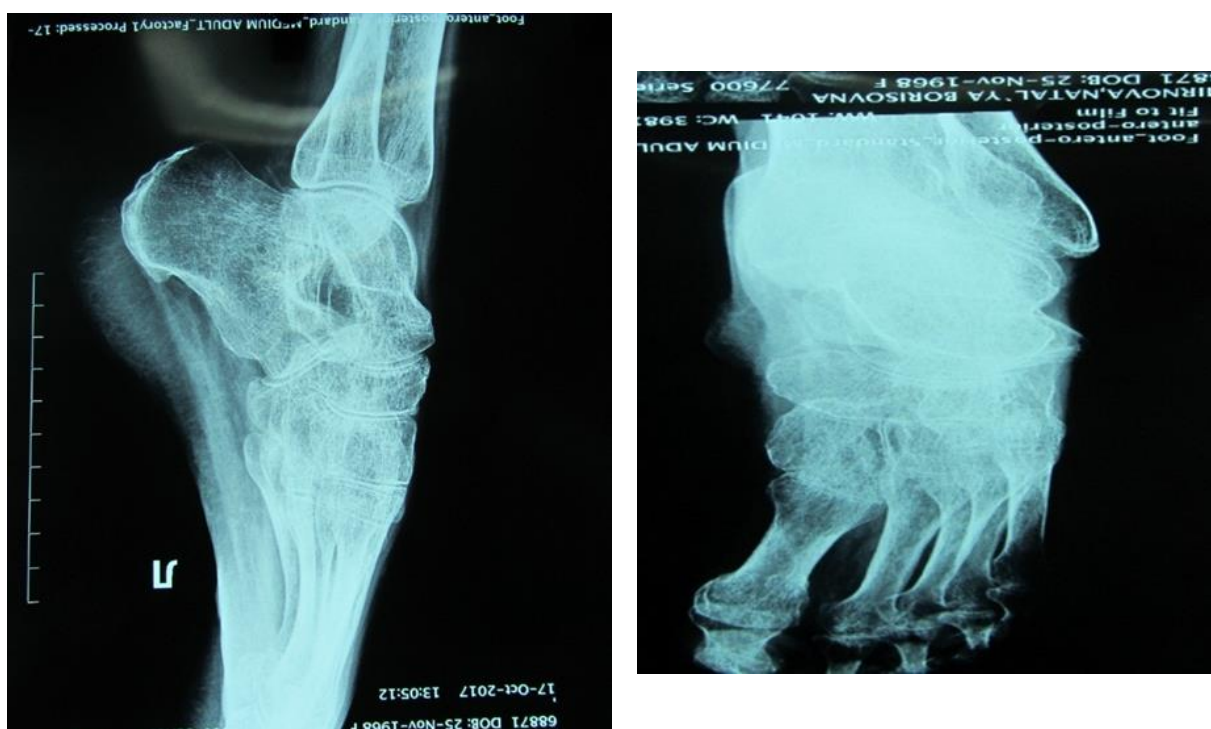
Рентгенограмма больного Ф. с односторонним процессом до операции (боковая и прямая проекции)
